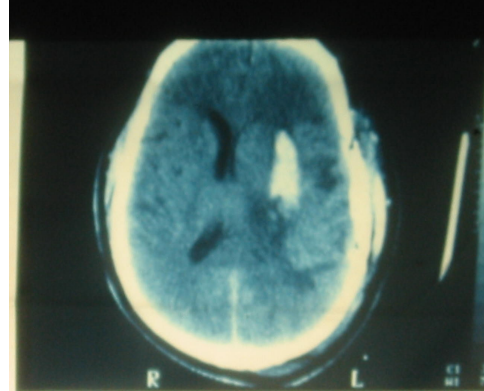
XHN do CHA (GCS=7, HA= 180/100 mmHg, liệt ½ (P)) ở 1 bệnh nhân nam ,56tuổi . Mổ với phương pháp mở sọ cổ điển, lấy 70 cc máu tụ trong não (mổ 2 ngày sau đột quị khi CT-Scan não kiểm tra thấy XHN tăng). Huyết áp dao động kéo dài sau mổ. Diễn tiến có hồi phục nhưng chậm.
